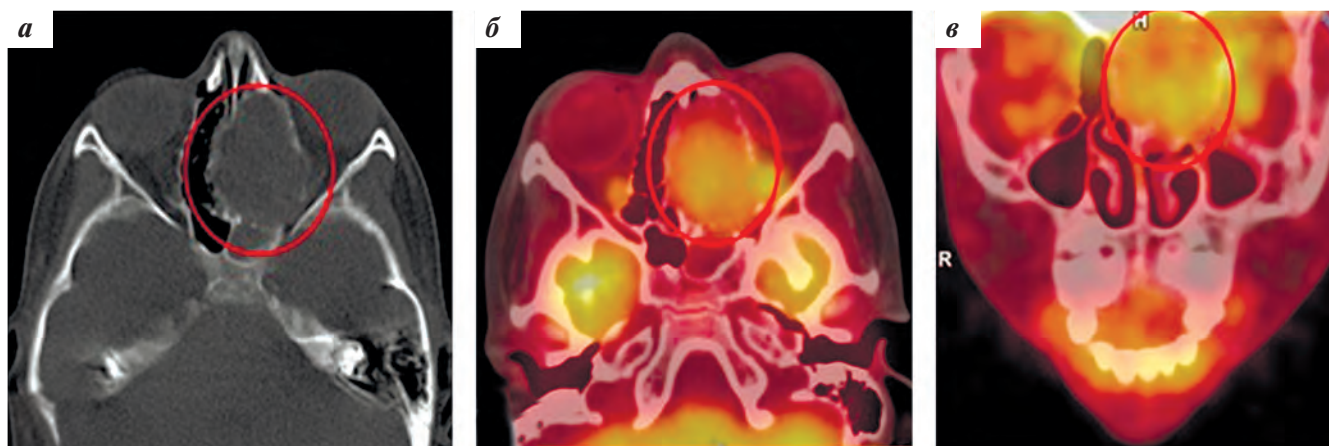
ПЭТ/КТ с ^{18}F -ФДГ. Аксиальные срезы головы на уровне решетчатого лабиринта в режиме КТ (а) и совмещенном режиме ПЭТ/КТ (б). Фронтальный совмещенный срез (в). Указана область патологии (описание в тексте)
